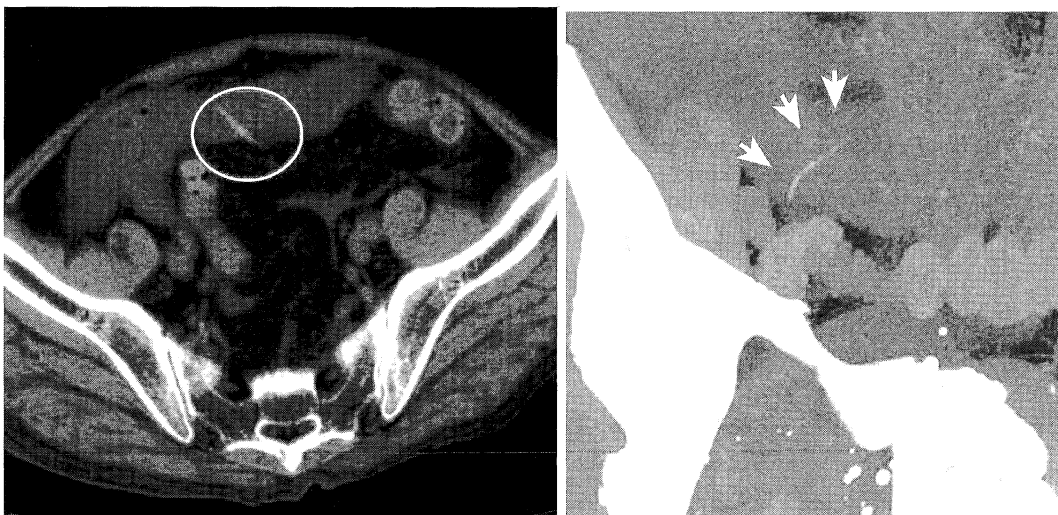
An abdominal computed tomography (CT) scan showing that a sharp thin material perforated the ileum wall. (Circle and arrow in left and right panel, respectively)
